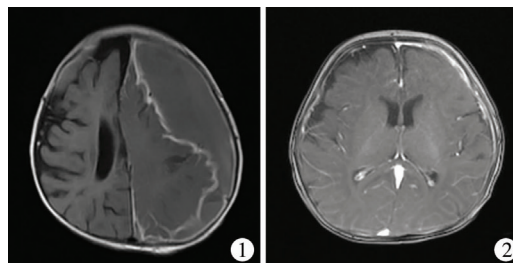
化脓性脑膜炎伴有左侧额顶叶硬膜下积脓患儿的增强MRI图,可见左侧软膜明显强化(箭头示意处) 图2 经过手术治疗后化脓性脑膜炎伴有左侧额顶叶硬膜下积脓患儿的增强MRI图,可见左侧额顶叶硬膜下积脓消失,左侧软膜强化区域明显减少
